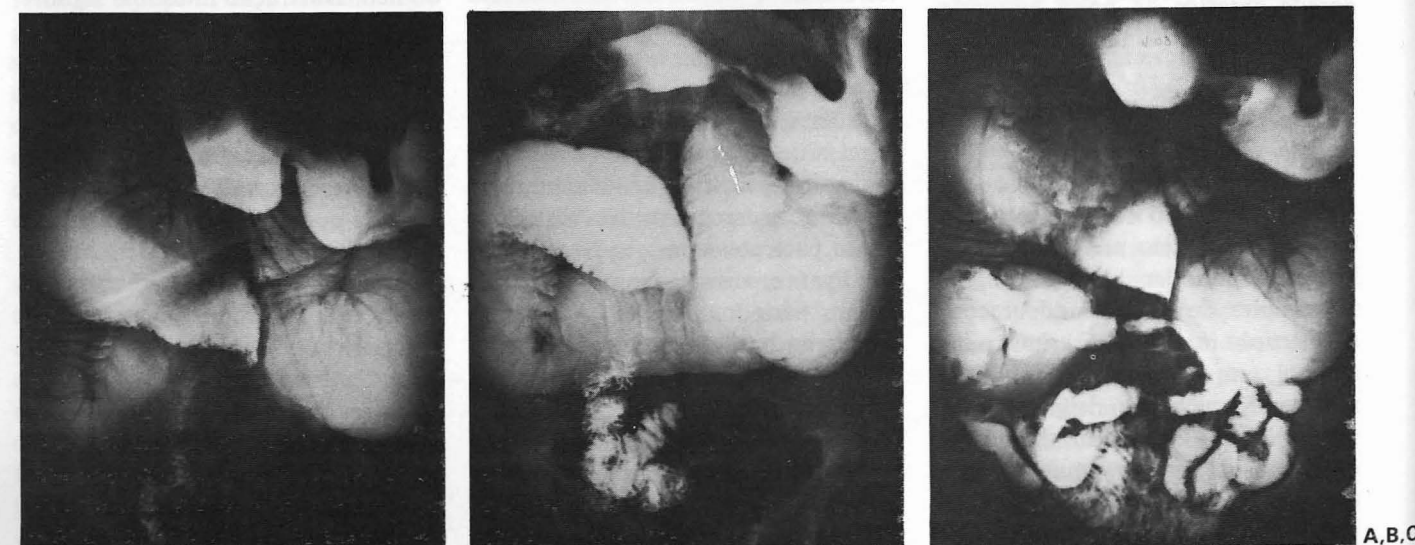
(A-C) — Radiografia de trânsito intestinal mostrando dilatação do duodeno e da porção proximal do jejuno, com retorno do calibre ao normal após a emergência do saco herniário.
